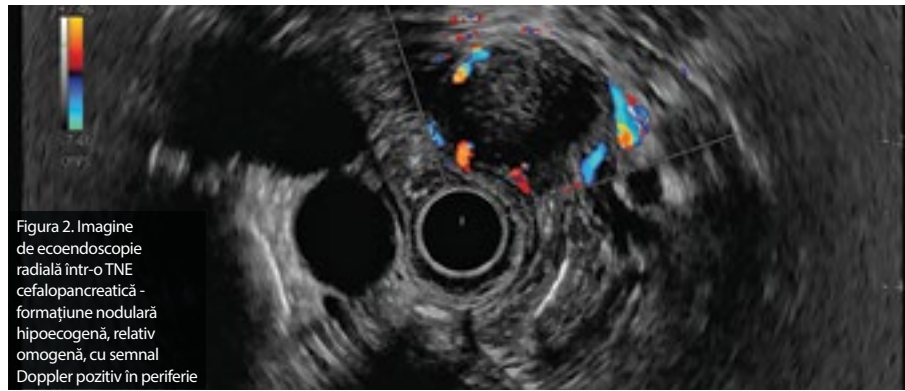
Imagine de ecoendoscopie radială într-o TNE cefalopancreatică - formațiune nodulară hipocogenă, relativ omogenă, cu semnal Doppler pozitiv în periferie
